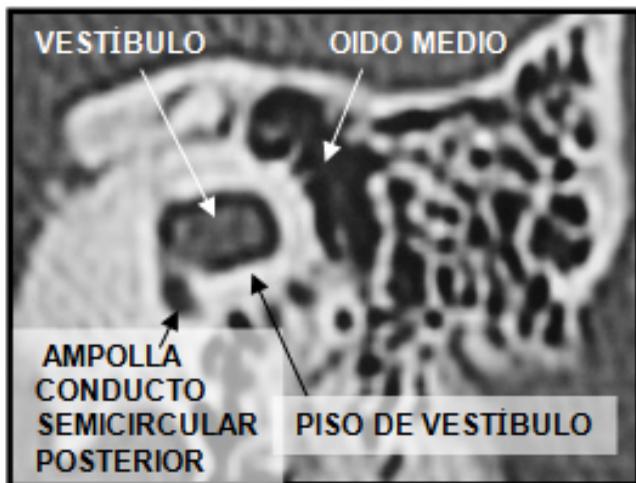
TOMOGRAFÍA CORTE CORO-NAL. PISO DE LA CAVIDAD VESTIBULAR
